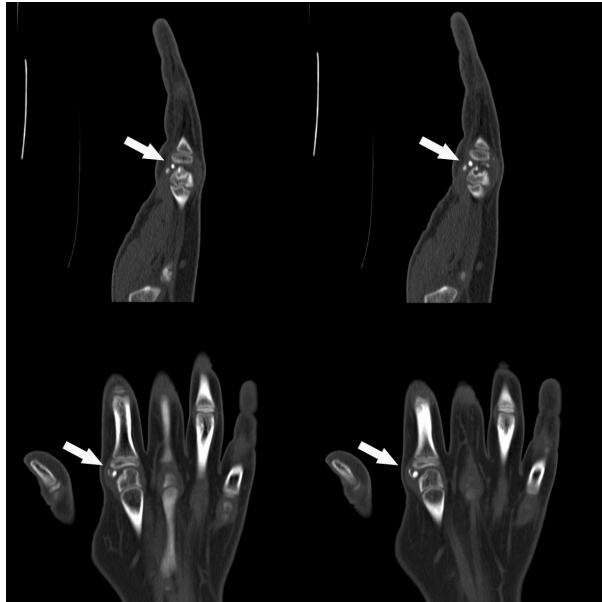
TAC Mano izquierda: Cuatro imágenes en dos planos objetivando ligera fragmentación osteocondral y cuerpos libres articulares.
